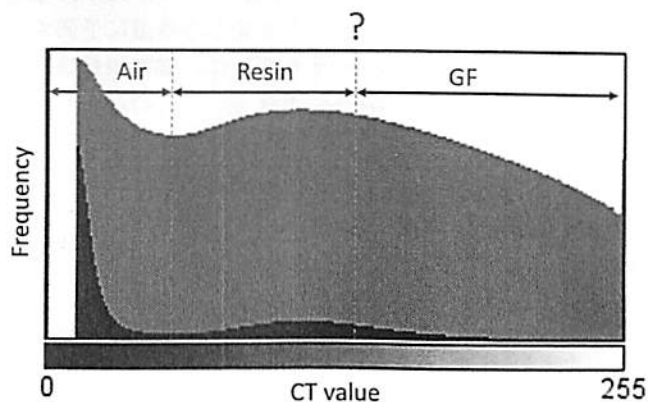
The histogram of the whole 3D data of CT. Black : frequency, gray : logarithmic one
